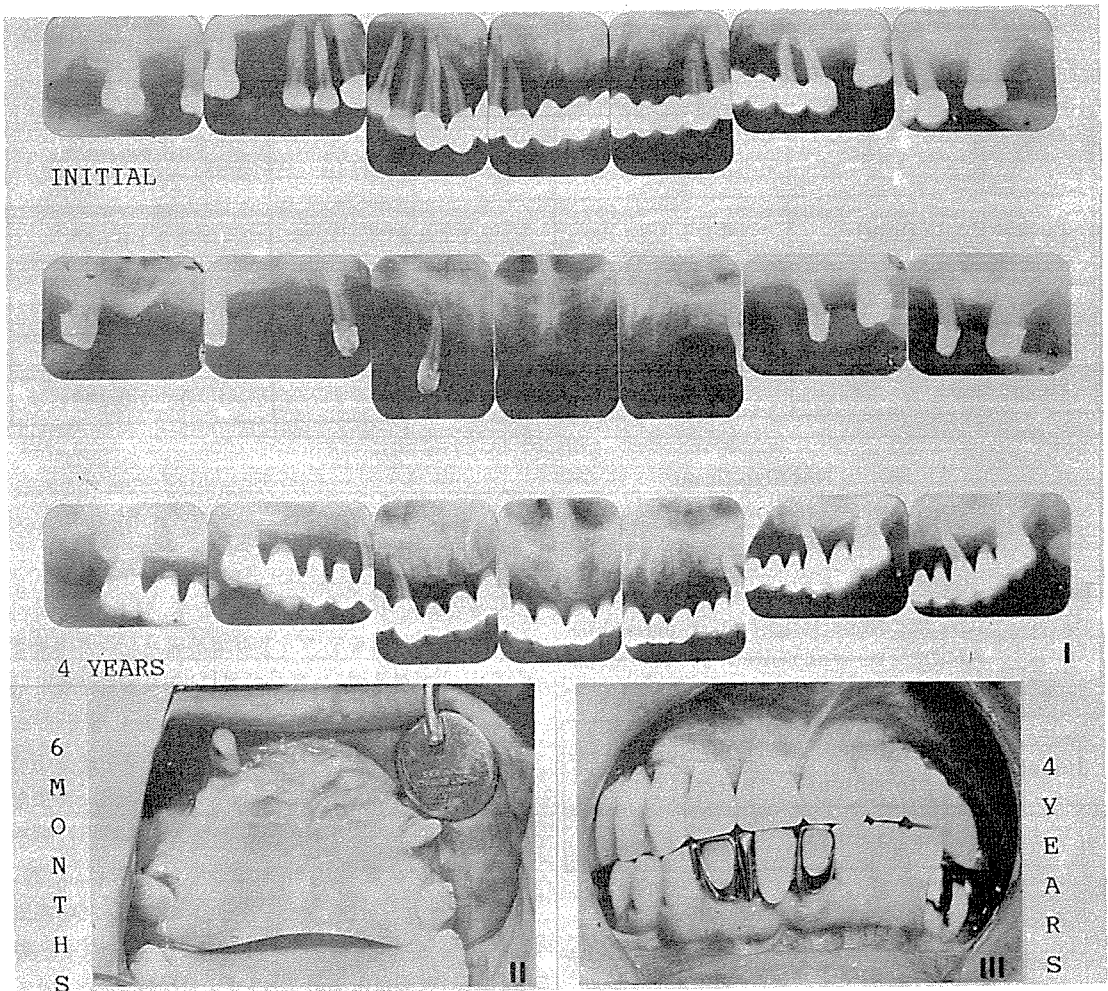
Clinical photographs at 6 months following periodontal therapy (II) and at 4 years after the perio-prosthetic therapy utilizing the hypermobile abutment (III). Full-mouth standard intraoral radiographs at each interval show the evidence of increased bone density and crestal bone height (I).
